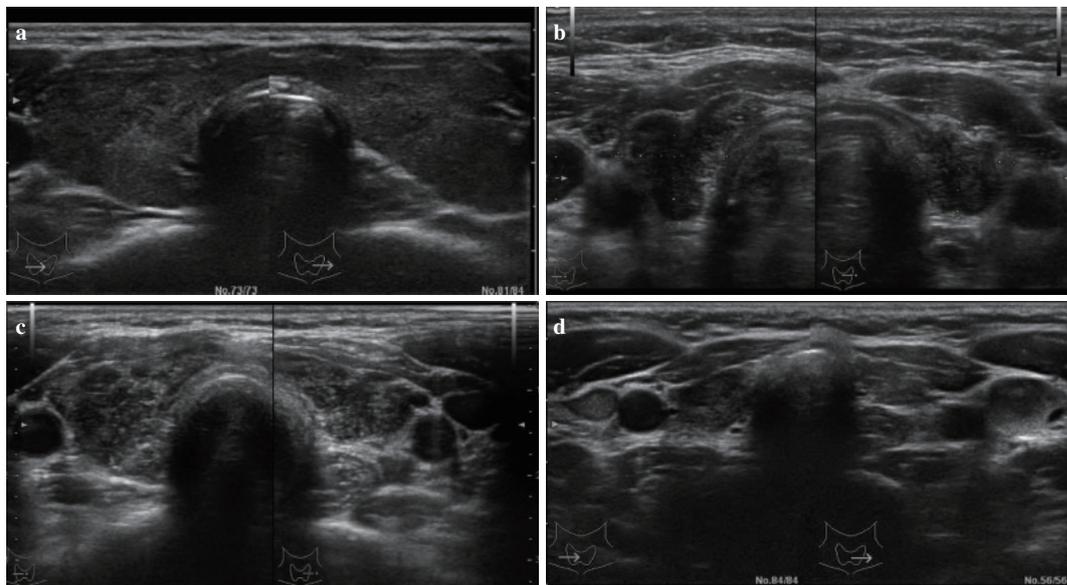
a：胸鎖乳突筋に近い輝度に内部エコーが低下している. b：分葉化構造が認められる. c：内部の不均質さが顕著となっている. d：甲状腺が萎縮している.
